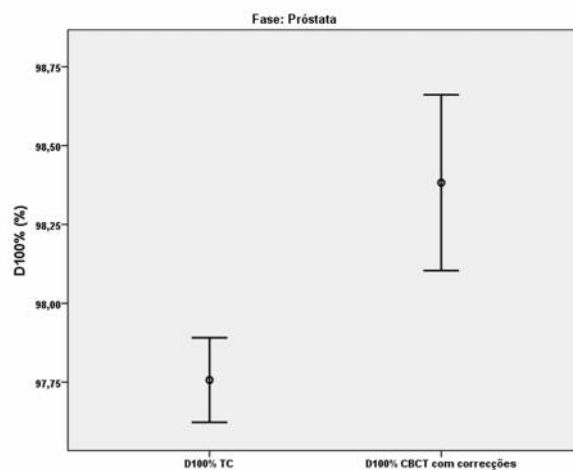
Representação gráfica do $D_{100\%}$ da Tomografia Computorizada (TC) e dos *Cone-Beam Computed Tomography* (CBCTs) com correções, por fase próstata.
